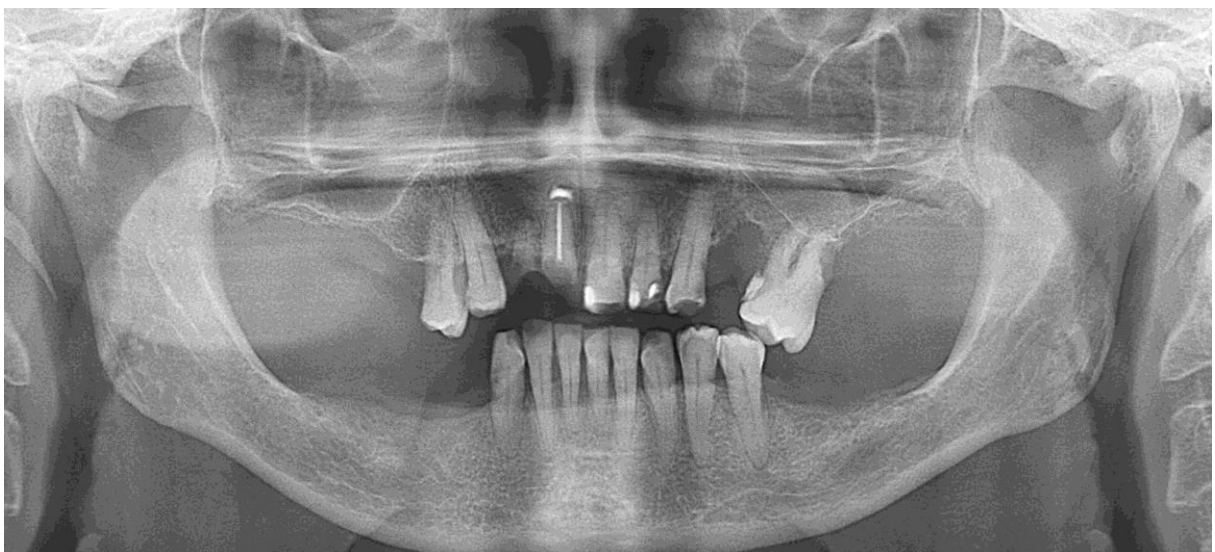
Ортопантомограма пац. К. 1945 р.н. ГП II – III ступеня тяжкості, хронічного перебігу, ускладнений частковою втратою зубів та ЗЩД.
